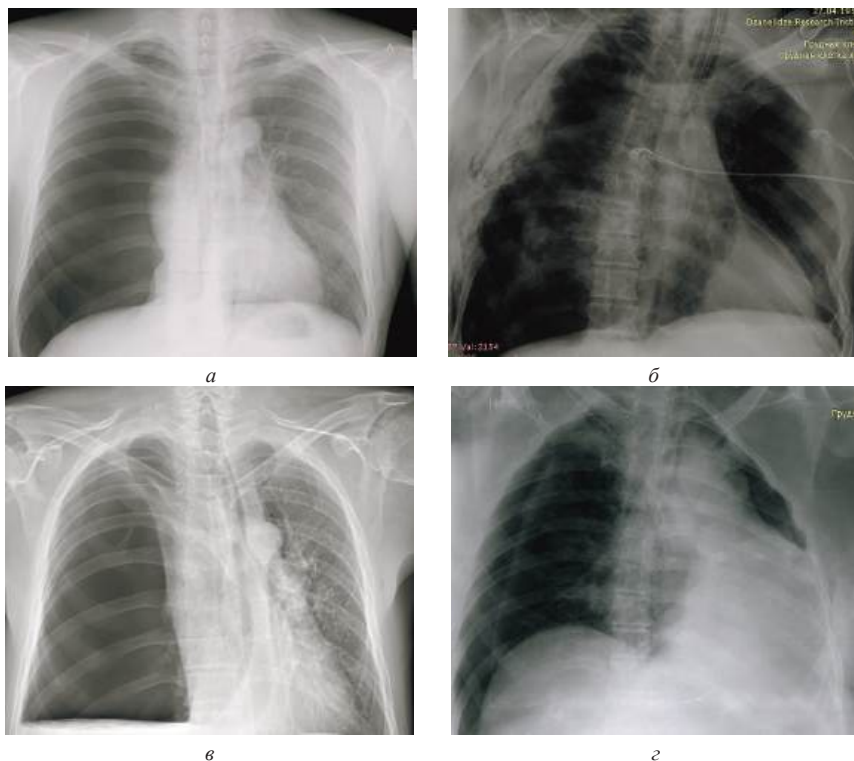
Обзорные рентгенограммы груди при закрытом пневмотораксе (а, б), напряженном тотальном гемопневмотораксе (в) и напряженном пневмотораксе (г) справа
